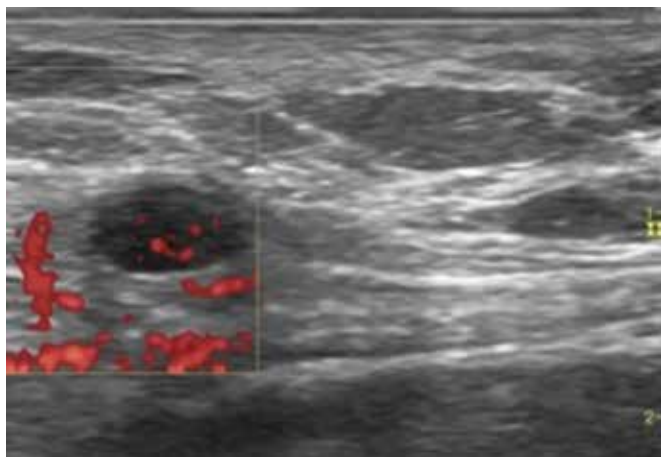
Paciente con antecedente de cesárea, con masa en tejido celular subcutáneo en trayecto cicatricial, con vascularización en la exploración Doppler.
